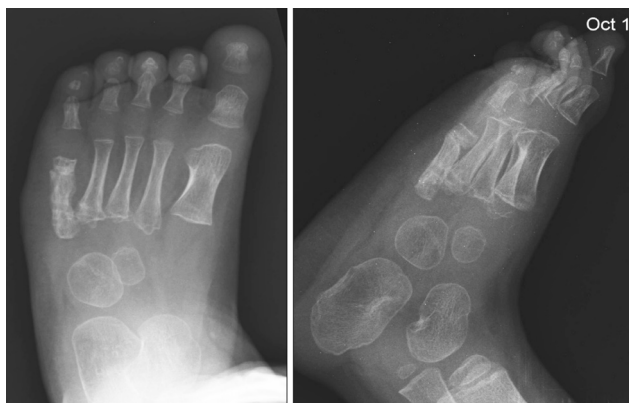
Отделенный рентгенологический результат через шесть месяцев после операции (А – прямая, Б – боковая проекции)
